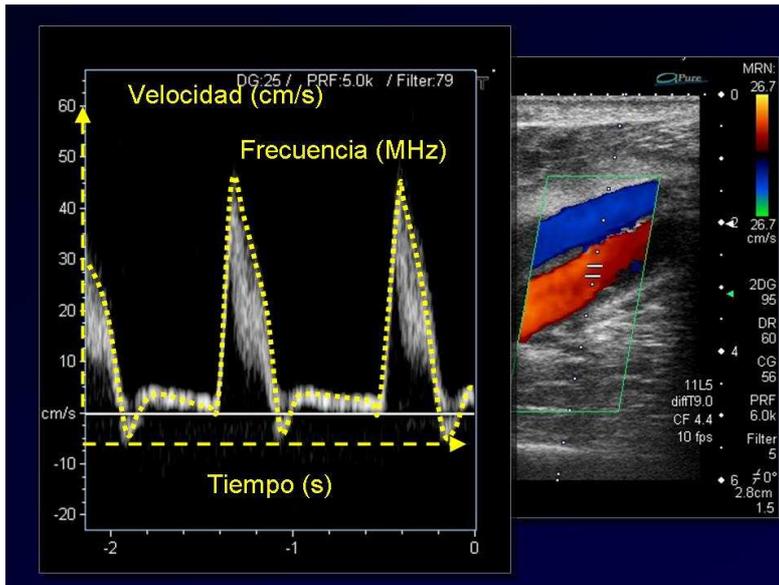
Espectro Doppler en representación color y gráfica.
